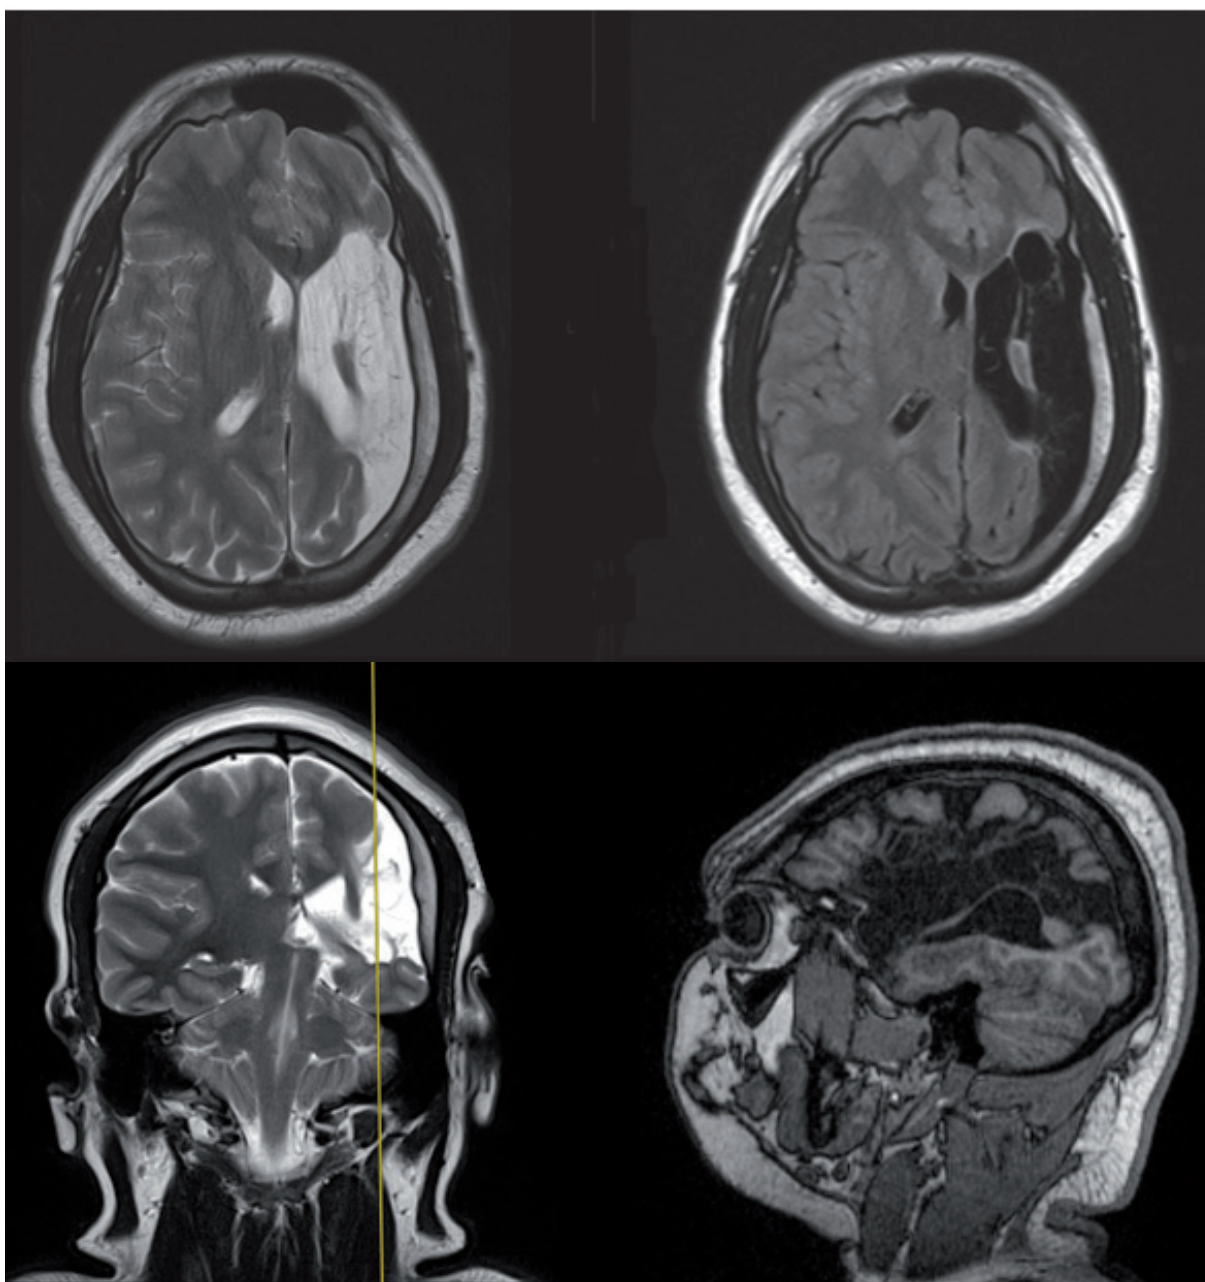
Hallazgos por resonancia magnética cerebral de nuestro paciente. M, 21 años.
